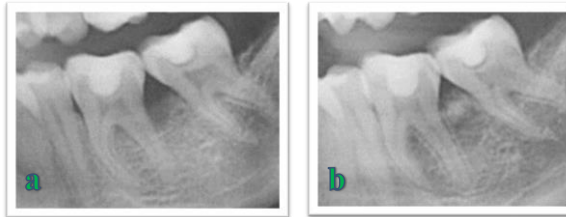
The radiographic x-ray before and after 2-years follow-up of the first case.
